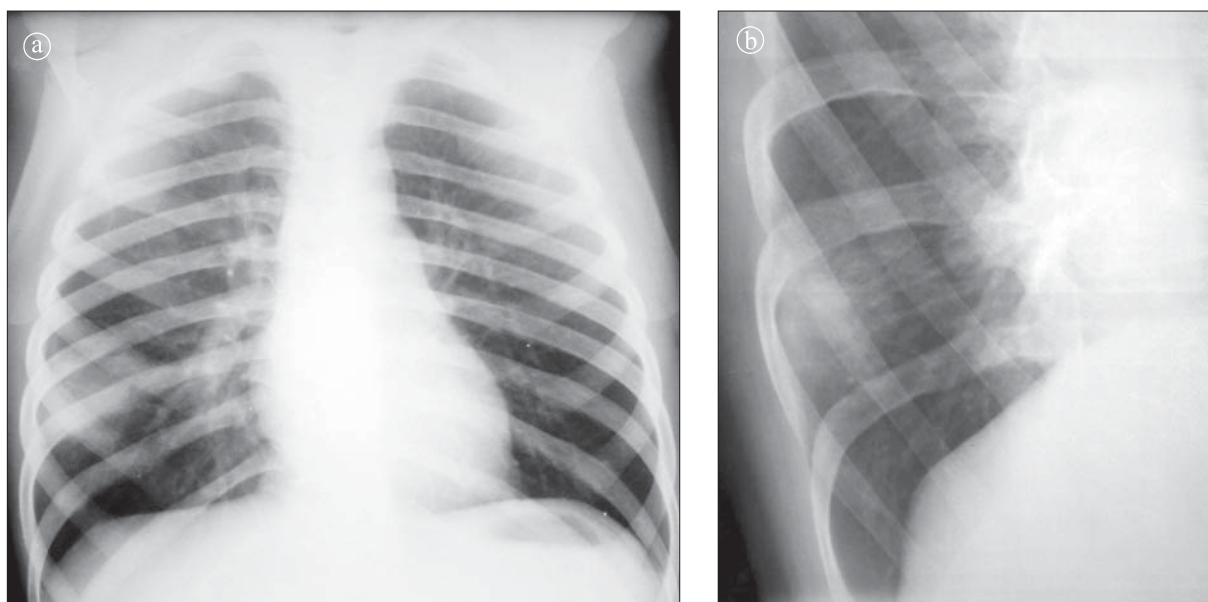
Complex primar: a) radiografie toracică în incidență PA. b) detaliu. Opacitate cu intensitate redusă laterotoracic în dreapta. Benzi opace situate între hil și opacitate. Adenopatie hilară.
